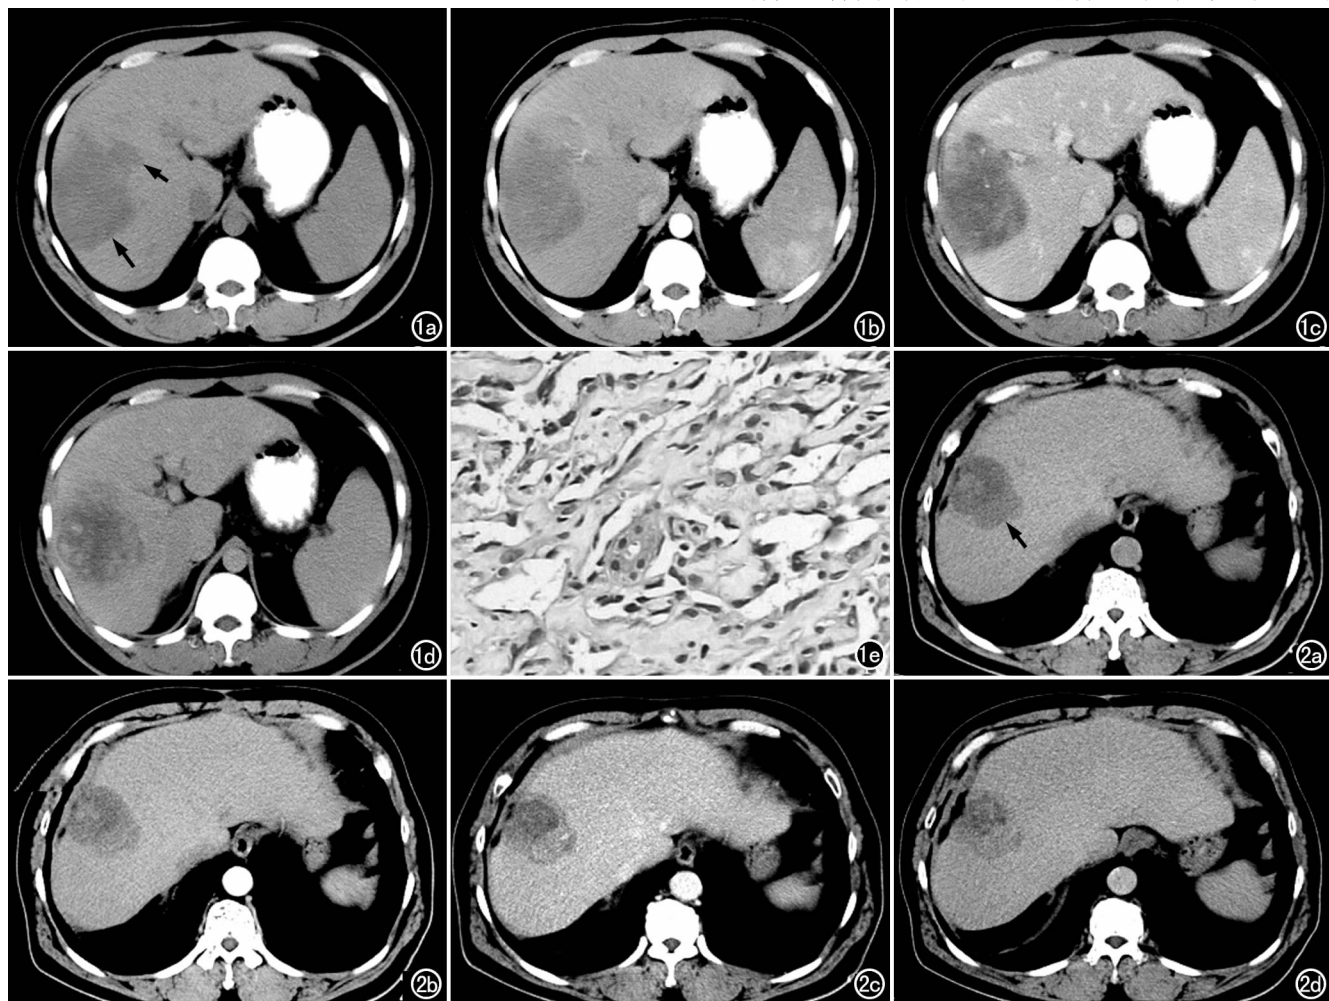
肝右叶肝血管肉瘤。a) CT 平扫示肝右叶有一类圆形低密度灶(长箭),其内有更低密度影,病灶左上方有一子灶(短箭);b) 动脉期示病灶周边强化不明显,子灶中心线状强化;c) 门脉期示病灶中心及周边点片状强化,子灶中心条片状强化;d) 延迟期示肿瘤周边结节状强化,中心坏死区强化不明显,子灶与肝密度一致而未能显示;e) 镜下示肿瘤细胞沿肝板呈条索状排列,呈血管腔样结构($\times 400$, HE)。图 2 肝右叶肝血管肉瘤。a) CT 平扫示肝右叶一类圆形低密度灶(箭),中心有更低密度影;b) 动脉期示肿瘤无明显强化;c) 门脉期示肿瘤周边结节状强化;d) 延迟期示肿瘤周边结节状强化进一步融合,向内充填,中心低密度区强化不明显。
